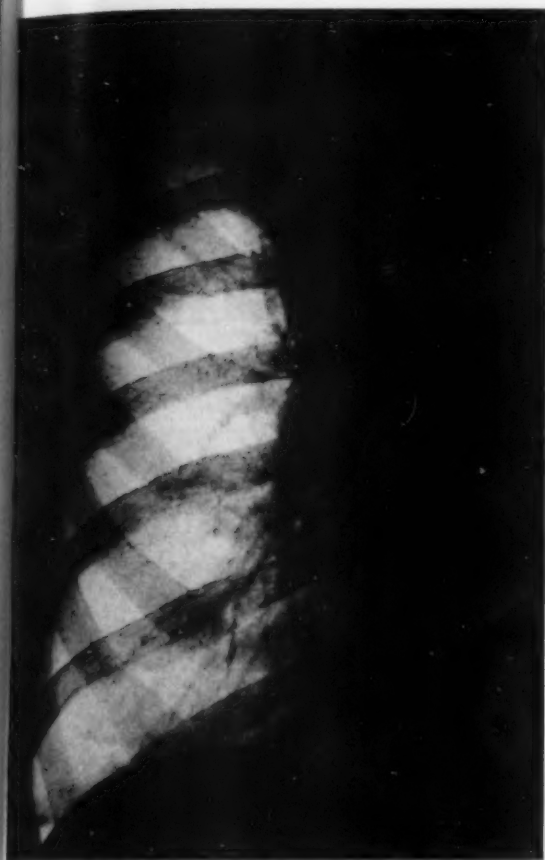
Vor der Röntgen-Bestrahlung
